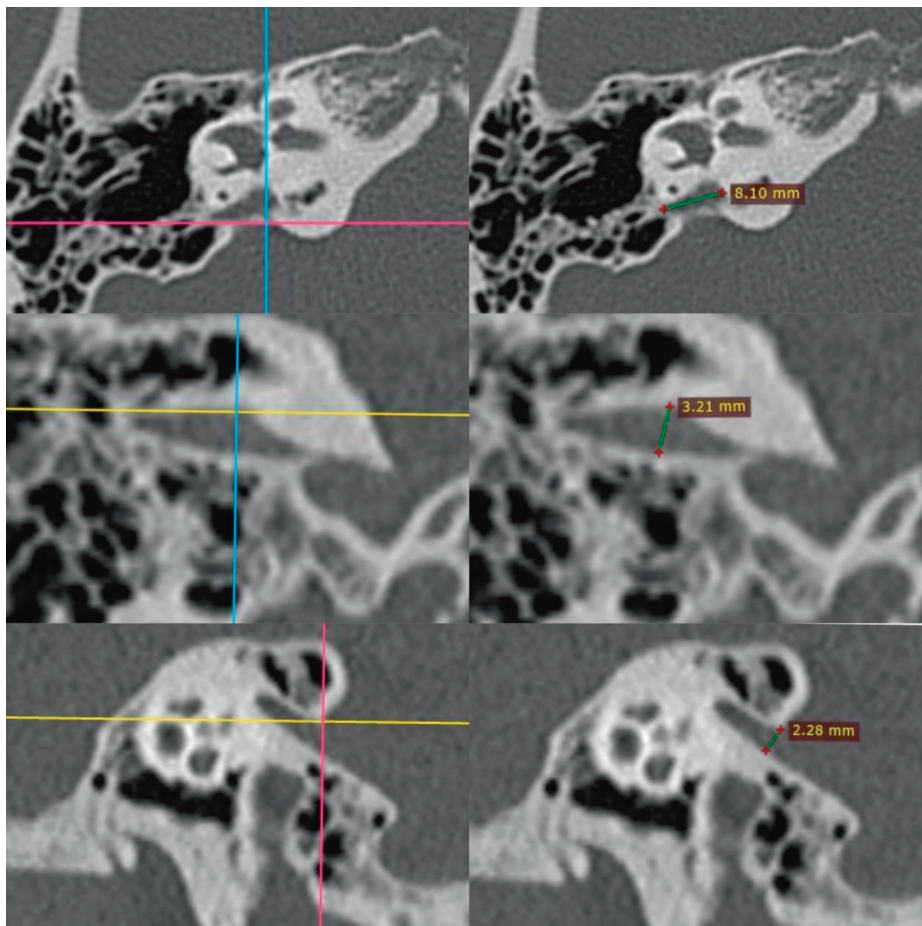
МСКТ правой височной кости. На изобр. 1, 2 представлена аксиальная проекция, на изобр. 3, 4 — фронтальная проекция, на изобр. 5, 6 — сагиттальная проекция. На изобр. 1, 3, 5 в точках пересечения прямых линий находится расширенный водопровод преддверия. На изобр. 2, 4, 6 отмечены размеры водопровода преддверия, полученные при измерении на одном уровне в трех взаимно перпендикулярных проекциях
